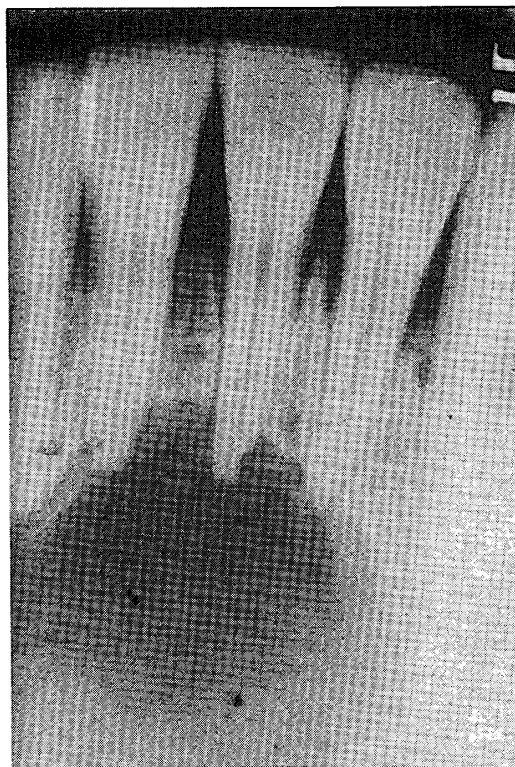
下顎正中嚢胞の1例（下顎正中中部に境界明瞭なX線透過像として認められる。周囲は一層のX線不透過帯によって取り囲まれている。隣在歯の歯根は、歯根膜腔と歯槽硬線によって囲まれていることから、嚢胞と無関係であることがわかる）。
